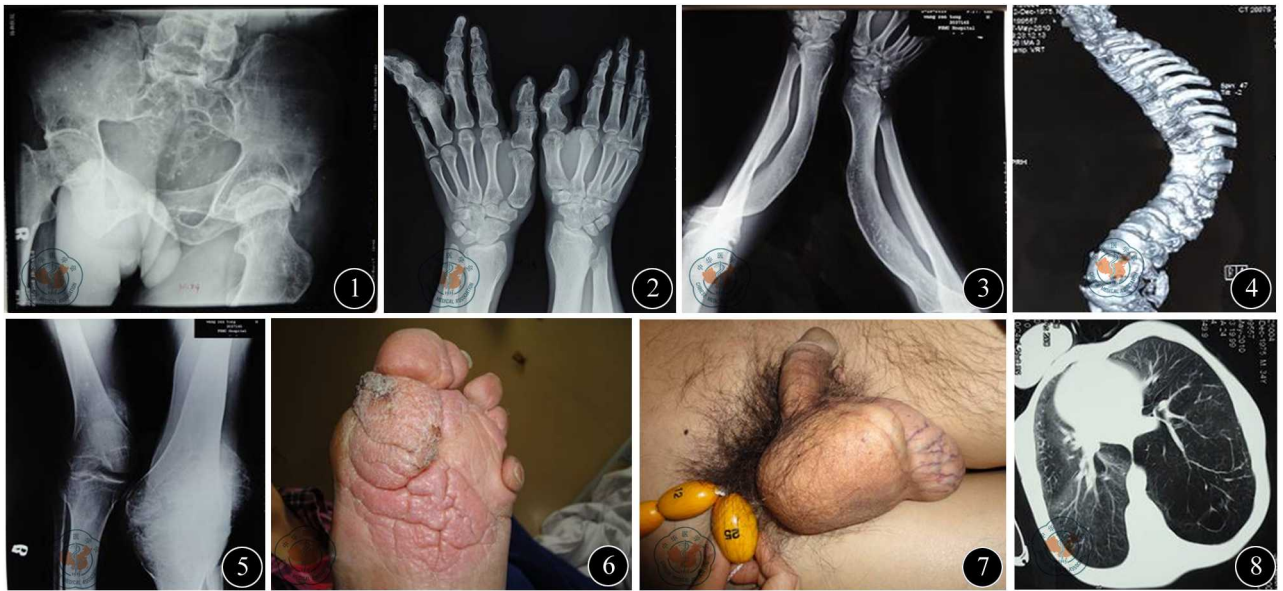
骨盆X线。骨盆畸形,不对称 图2 双手X线。双手及腕关节组成骨形态异常,骨密度低,双手舟状骨与月骨似融合 图3 双上肢X线。双手指骨、第一掌骨及双侧桡、尺骨远端骨质形态异常 图4 胸椎后凸畸形,多个椎体楔形变 图5 双下肢X线。双侧膝关节、胫腓骨骨骼畸形 图6 足底脑形结缔组织痣。左足足底皮肤呈现沟回状增厚 图7 巨大的睾丸。双侧睾丸明显增大,右侧15 cm×12 cm,左侧11 cm×5 cm 图8 肺气肿
